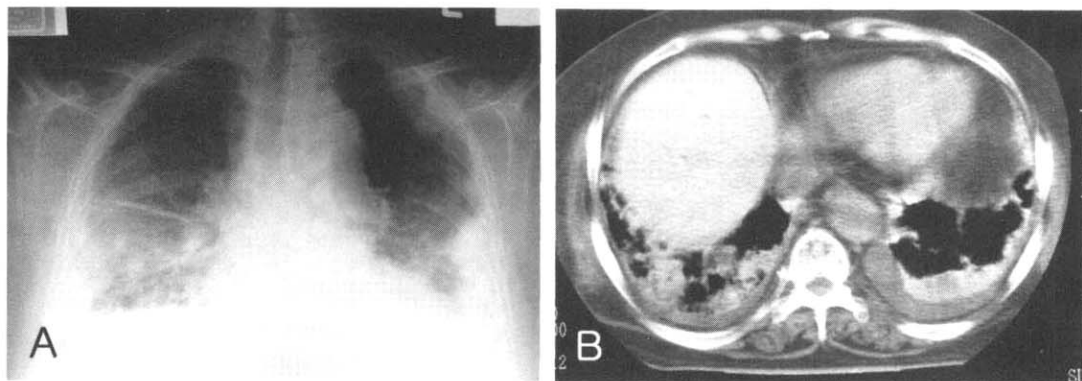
Case 4. A. Chest X-ray showing bilateral pulmonary consolidations and effusion. B. CT scan of the chest showing increased attenuation of the lung parenchymal consolidations and the liver on the precontrast phase.
